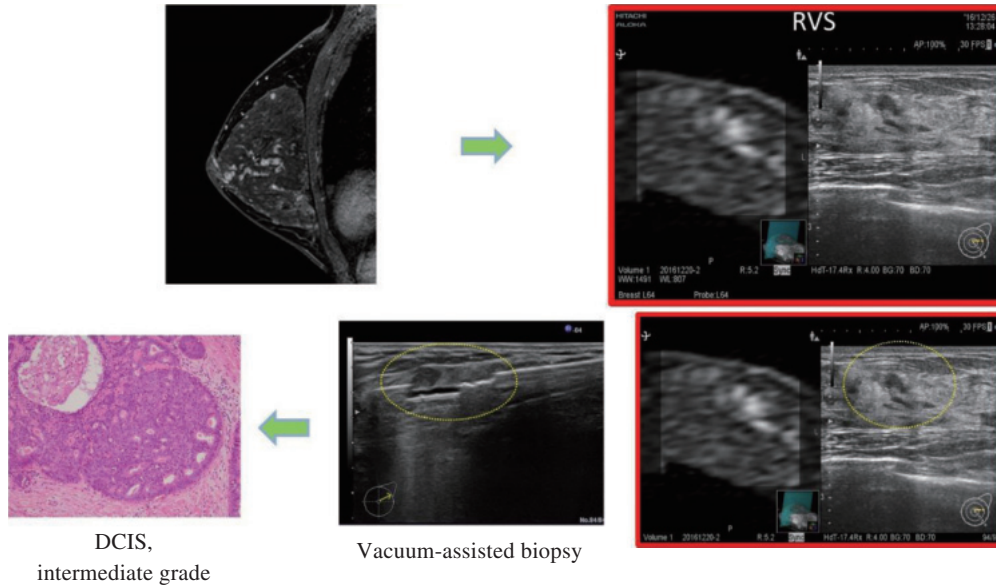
超音波検査fusion技術ガイド下乳房組織生検
